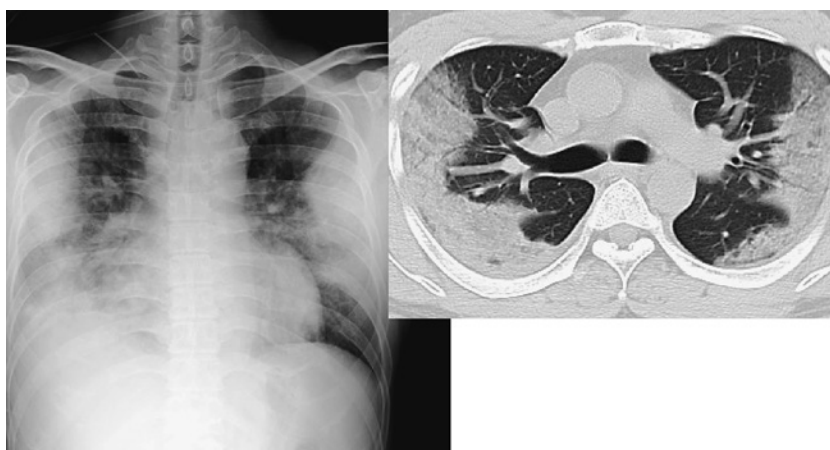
40歳代男性（他院のCOVID-19対応看護師）の胸部X線写真と胸部CT所見
